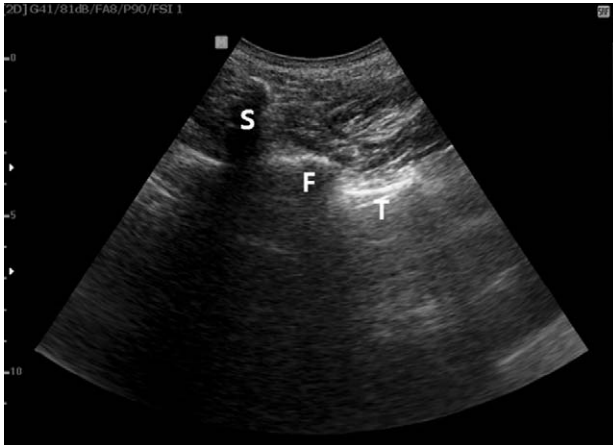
(A) Transverse scan shows spinous process (S), facet (F) and transverse process (T). (B) Matched image of CT scan. (C) Imaginary location of probe at artificial spine model.
